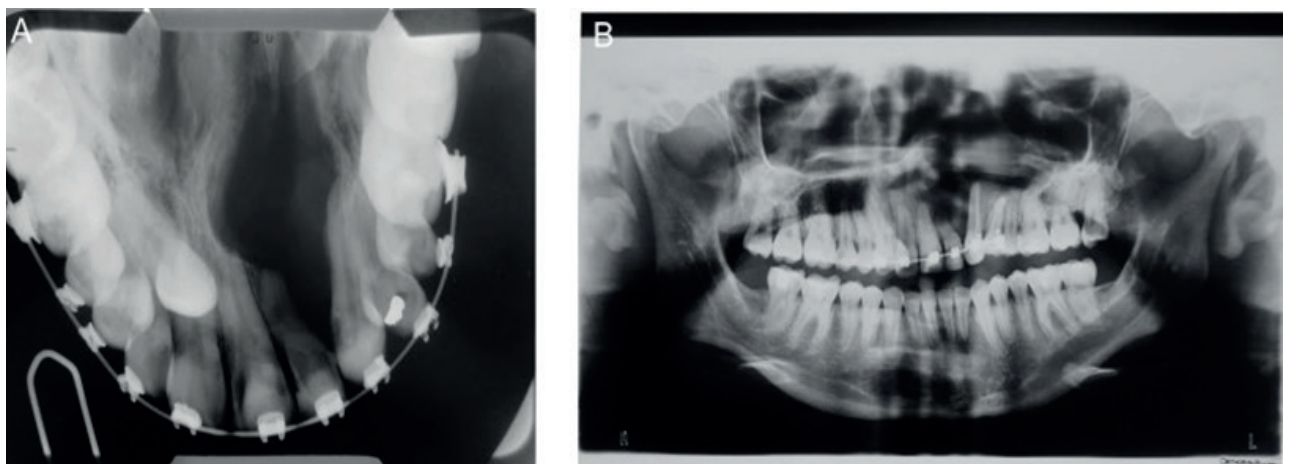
A) Radiografía oclusal al contacto de dientes 2.2 y 2.3. B) Ortopantomografía al final del tratamiento
